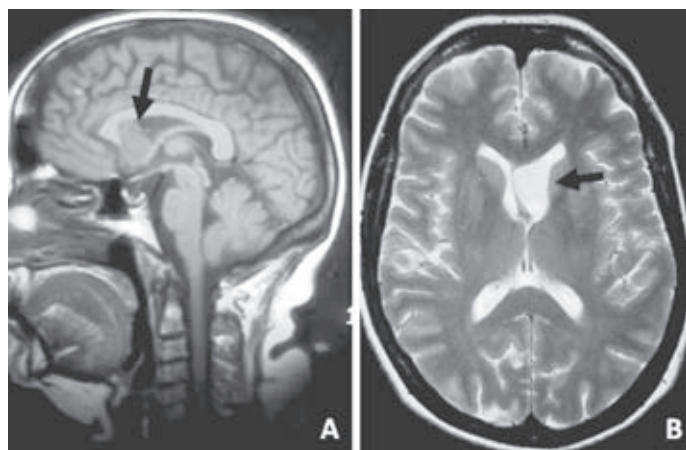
Resonancia magnética de un ependimoma del III ventrículo. A: corte T1 sagital sin gadolinio. La lesión se visualiza iso o hipointensa. B: corte T2 axial sin gadolinio. La lesión se muestra hiperintensa.
